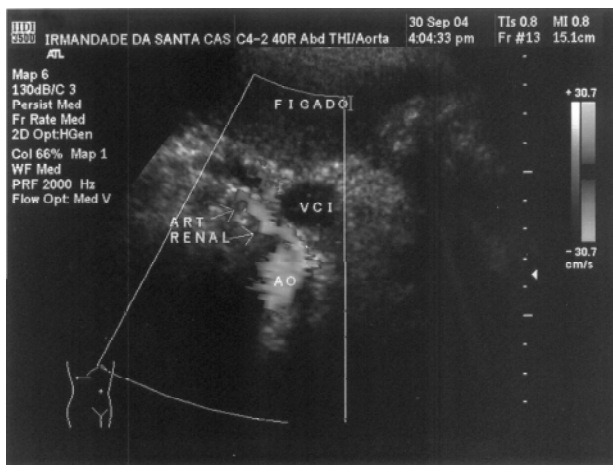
Eco-Doppler colorido, em corte axial direito, demonstrando a artéria renal direita reimplantada na aorta abdominal.
